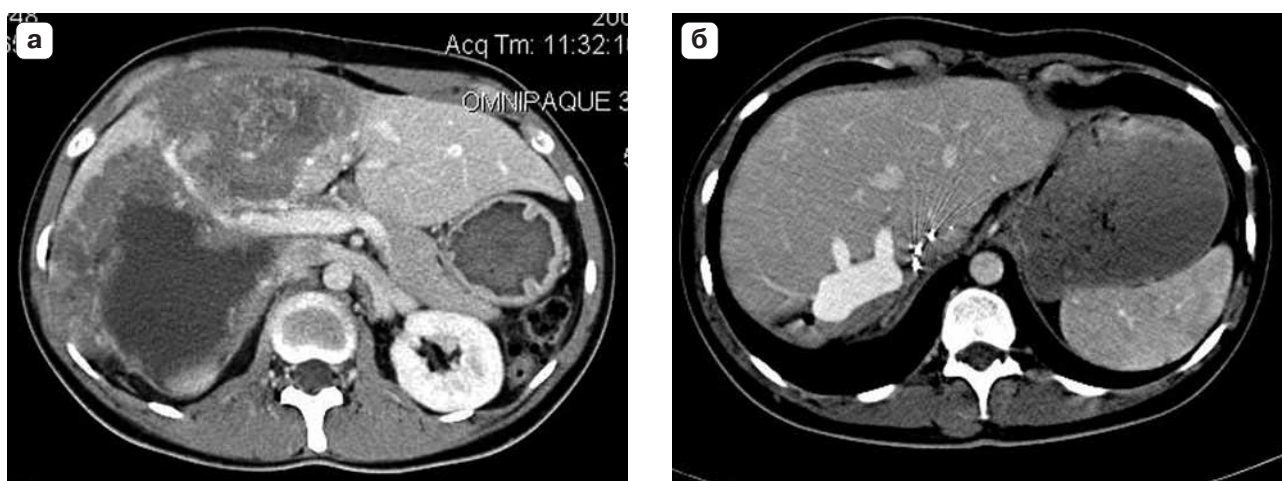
Компьютерная томограмма. Распространенный альвеококкоз печени, поздняя портальная фаза: а – поражение правой доли печени с переходом на I и IV сегменты и инвазией ствола и левой ветви воротной вены; в – через 16 мес после правосторонней расширенной гемигепатэктомии с резекцией и реконструкцией ствола и левой ветви воротной вены.
